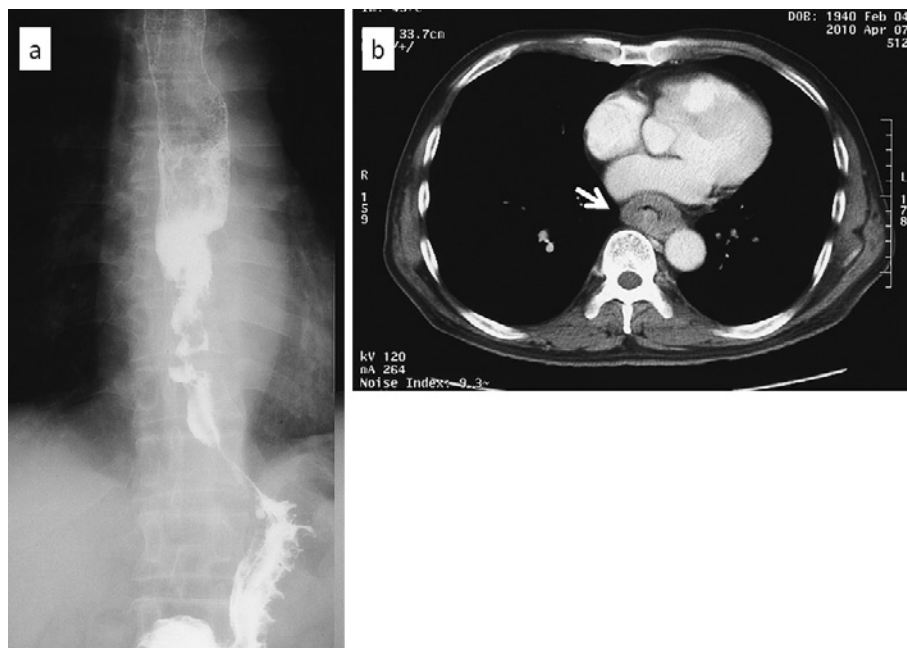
Examinations on admission. A barium swallow esophagogram demonstrates a spiral type of esophageal cancer in the middle and lower third of the esophagus (a). Computed tomography of the chest showing a thickened esophageal wall at the middle and lower third of the esophagus (arrow) (b).
